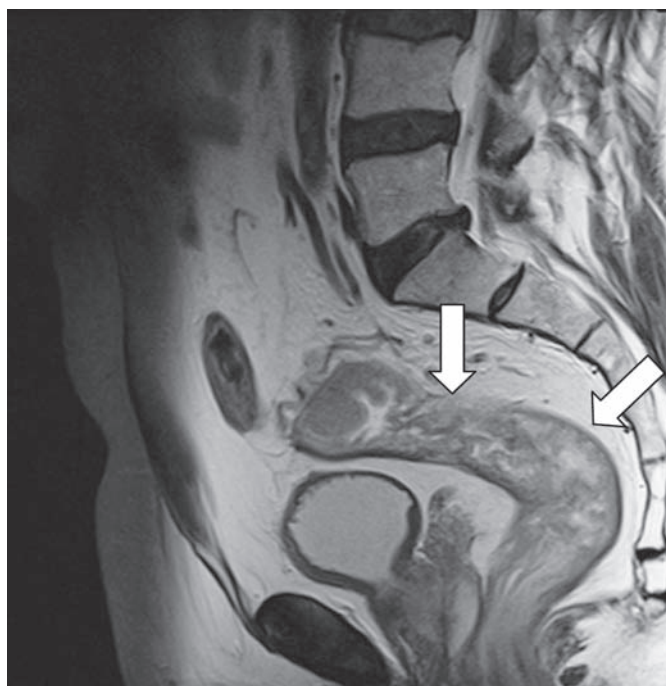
Больная С., 58 лет. Рак нижеампулярного отдела прямой кишки T3N0M0. Магнитно-резонансная томография. МР-томограмма малого таза, сагиттальный срез. В проксимальном отделе прямой кишки визуализируется опухоль (указана стрелками) с неровным, бугристым контуром; размеры 80x40 мм; инвазии в параректальную клетчатку, смежные органы не отмечено
